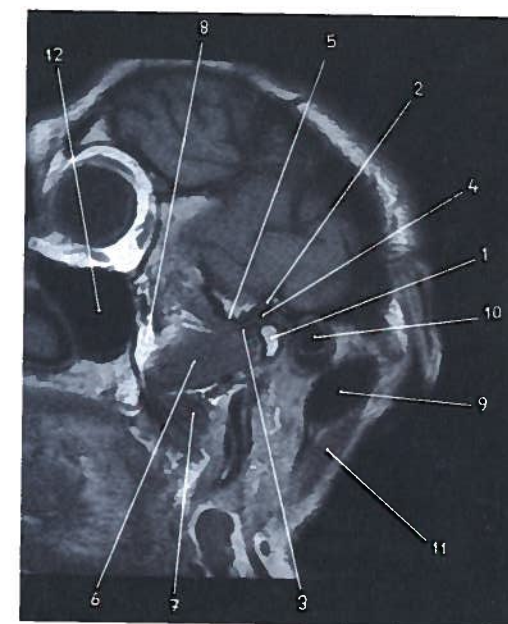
Corte sagital da articulação têmporo-mandibular em RM
